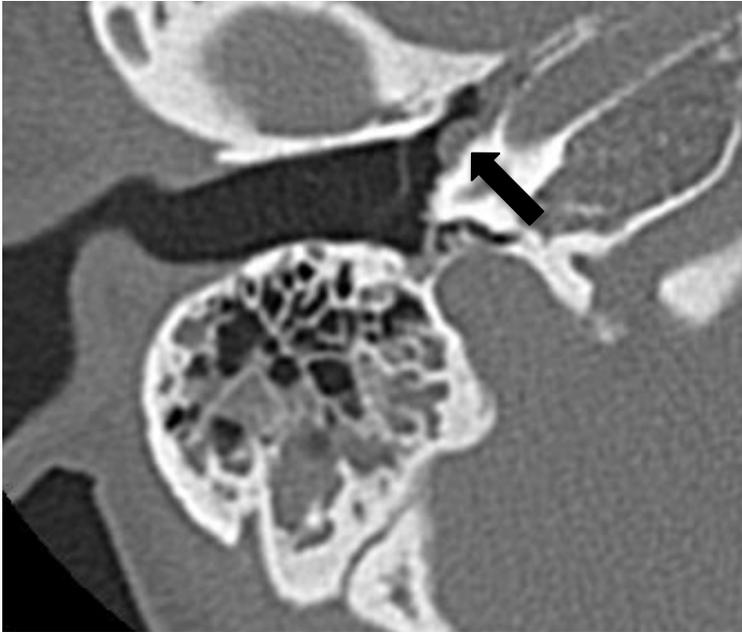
0 EOM(G2)における CT 軸位断画像
